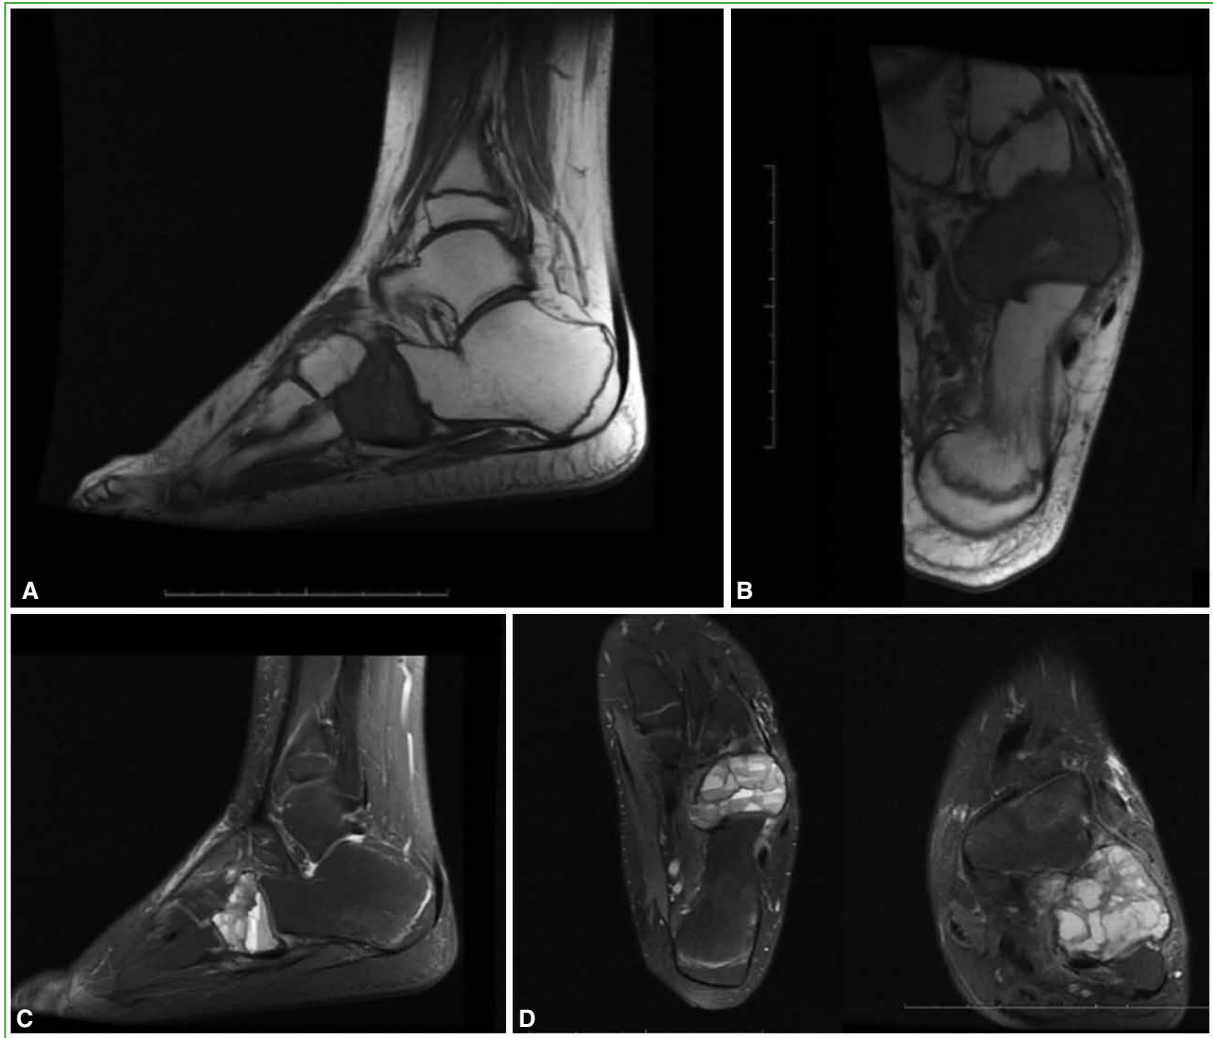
Resonancia magnética de cuello de pie y pie, en secuencias potenciadas en T1 (A y B) y T2 (C y D). Lesión lítica quística expansiva en el cuboides con niveles líquido-líquido adentro, tabicación interna con características en pompas de jabón, sin cambios en partes blandas o en las articulaciones calcaneocuboidea, cuboidea, 4°. y 5°. metatarsiano.
